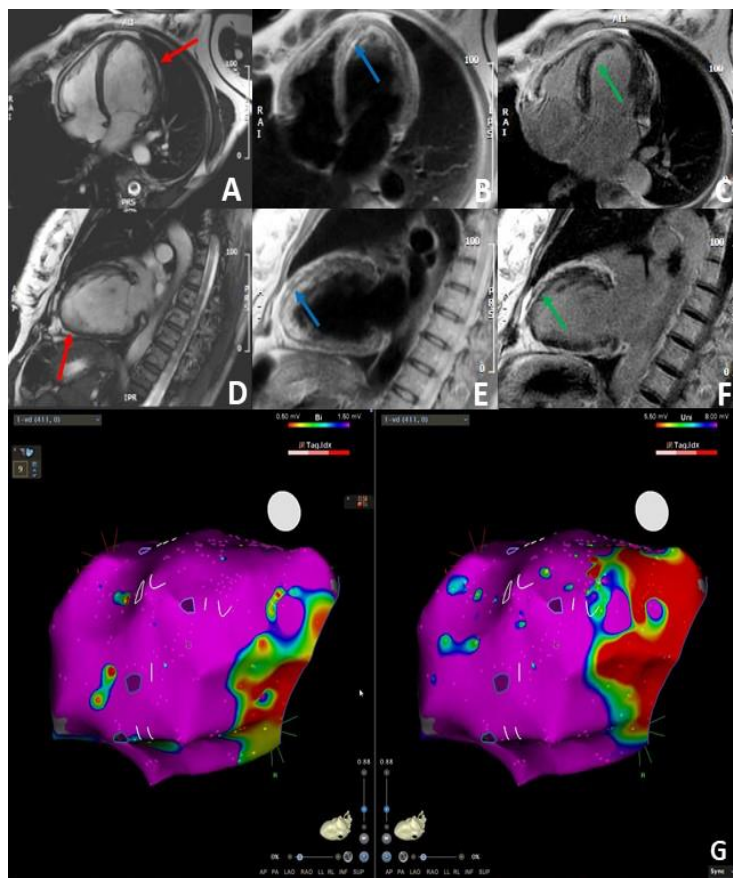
Tipici rilievi in paziente con LDAC. RM (A-F): immagini bSSFP cine (A e D) mostrano cinesi e funzione del VD fisiologiche; nelle immagini bSSFP è facilmente visibile l'infiltrazione adiposa subepicardica della parete laterale del VS (freccie rosse). In B ed E, l'infiltrazione adiposa medio-apicale antero-settale della parete del VS si manifesta come una piccola regione di iperintensità intramiocardica in immagini T1 pesate (freccie blu). Le stesse aree mostrano un segnale di iperintensità nelle immagini LGE dovuto all'infiltrazione fibro-adiposa (freccie verdi in C ed F). Tali rilievi, insieme alla ipo-acinesia della parete postero-laterale del VS sono coerenti con la diagnosi di LDAC. Pannello G: EVM endocardico del VS. Sulla sinistra, la mappa bipolare si presenta completamente normale (viola). Sulla destra, notiamo un'area a basso voltaggio (rosso) presso la parete baso-laterale (mappaggio unipolare). I punti "vuoti" indicano i siti dei prelievi biotipici nella parete posteriore in posizione medio-murale.
